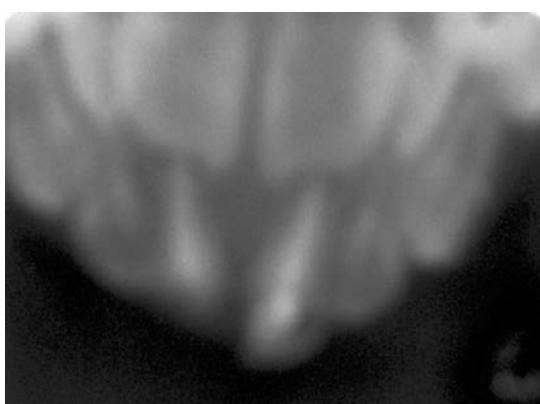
Больная Р. 3 года история болезни N 2102 на рентгенограмме определяется полноценное заполнение корневых каналов, в периапикальной области патологические изменения не определяются.
